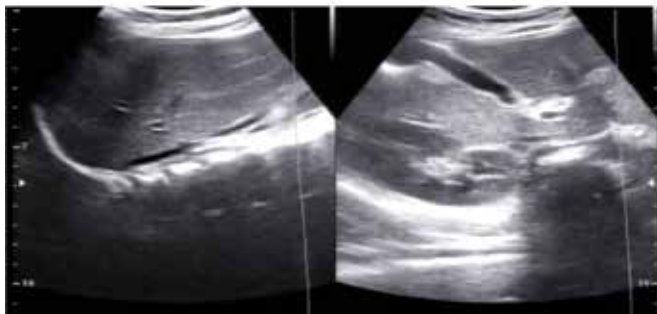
Ultrassonografia apresentando agenesia renal esquerda
